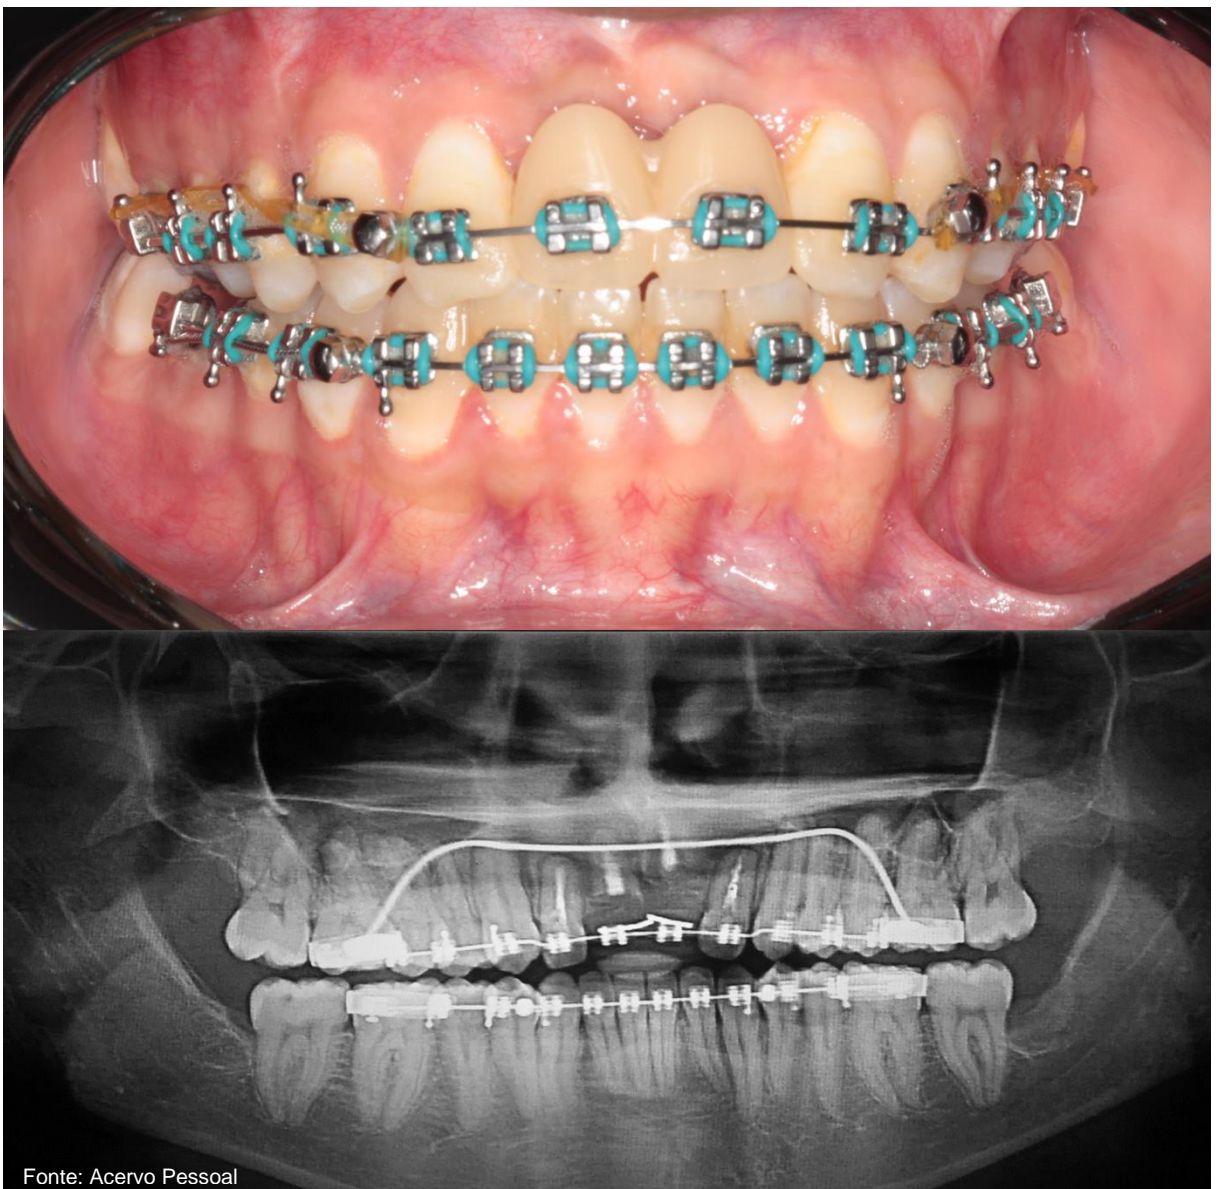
Tomografia Pós Sepultamento Radicular
